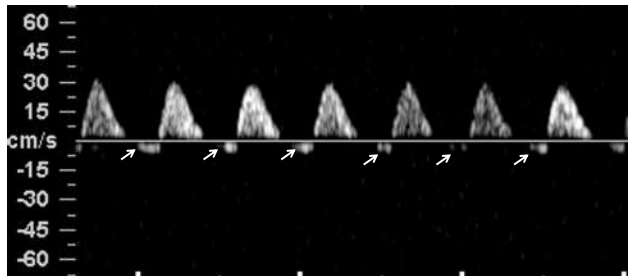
Doppler ombilical anormal. *Reverse flow* (→) (inversion du flux pendant la diastole).
